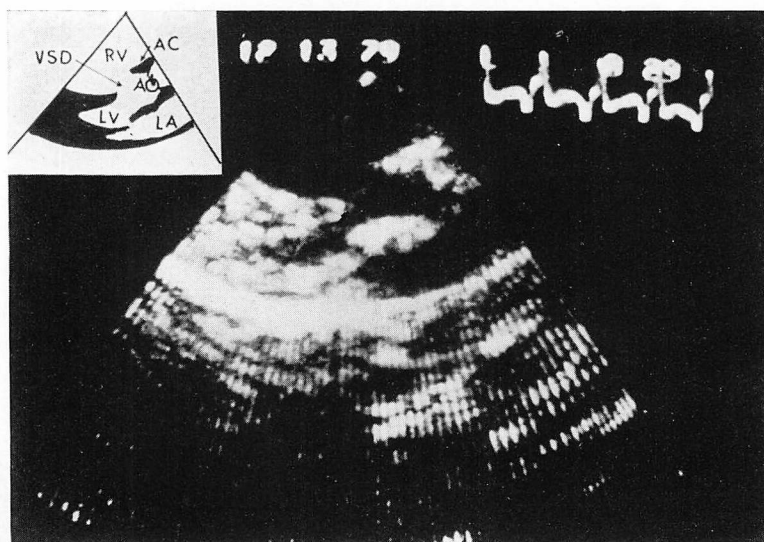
Cross-sectional echocardiogram of the patient.
